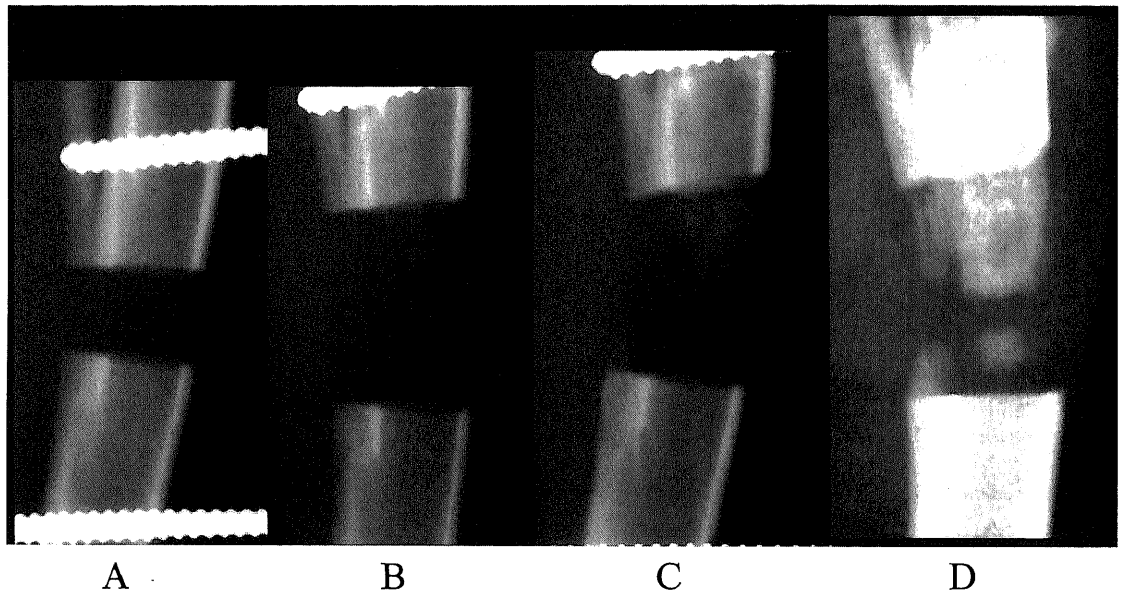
Radiographs of tibiae from 15 Gy irradiation group. (A) After 14 days of distraction. (B) After 28 days of distraction. (C) 14 days after completion of distraction. (D) 28 days after completion of distraction. The callus appeared very slowly during maturation phase, and it showed spotty formation. The regeneration was not completed until the 28th days of the maturation period.
